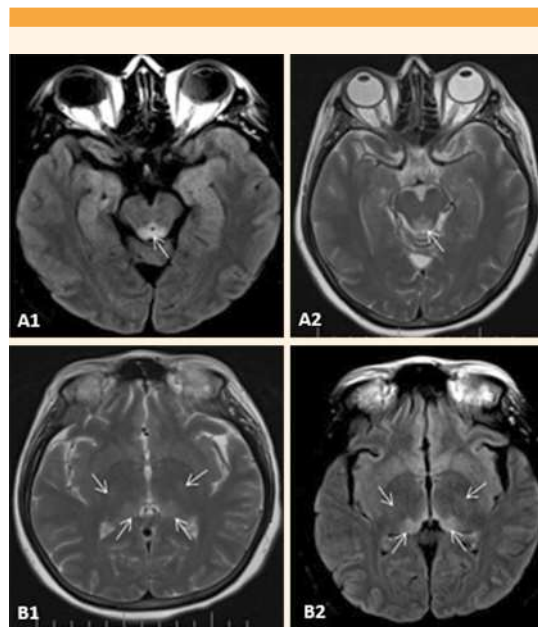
Resonancia magnética cerebral que muestra lesiones hiperintensas de la sustancia blanca profunda de forma simétrica, periventriculares y periacueductales. A1) Cortes en T2. A2) (FLAIR) se observan lesiones hiperintensas en el tegmen mesencefálico. B1) Cortes en T2 y B2) (FLAIR) lesiones en la región posteromedial y posterolateral del tálamo.
